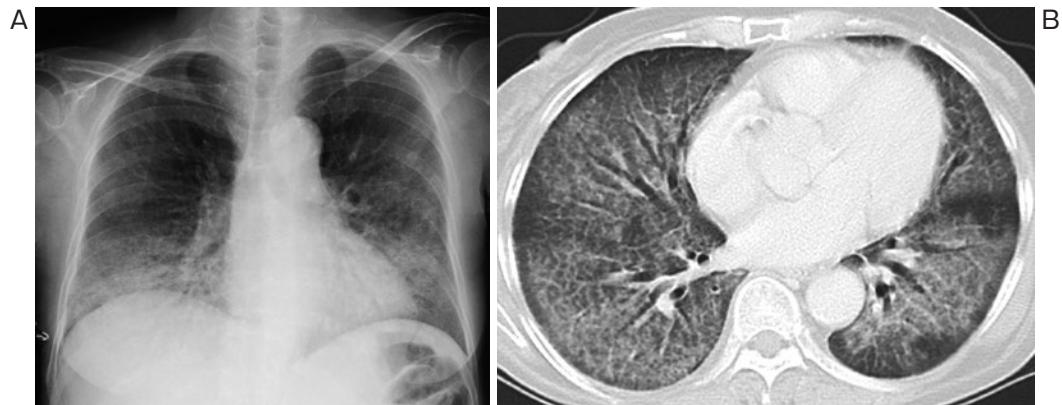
(A) 入院時の胸部X線写真. 両側下肺野優位のびまん性すりガラス影を認めた. (B) 入院時の胸部CT. 両肺びまん性にすりガラス影と小葉間隔壁肥厚を認めた.
